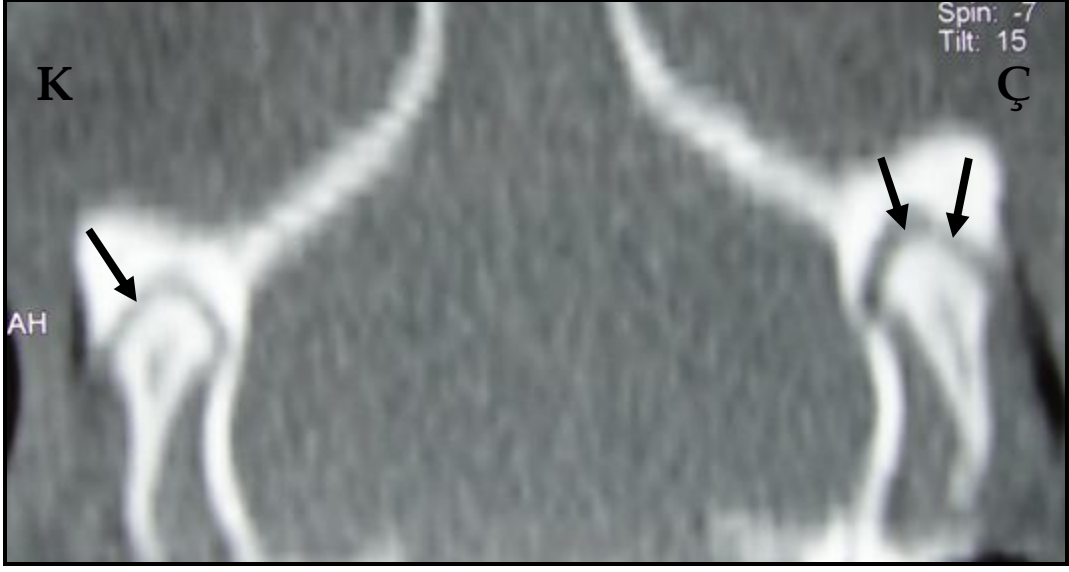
Enjeksiyondan 6 hafta sonra BT görüntüsünde kontrol grubunda kondilin santral ve lateralinde minör erozyon, çalışma grubunda ise herhangi bir değişim izlenmedi (Ç: çalışma grubu, K: kontrol grubu)
